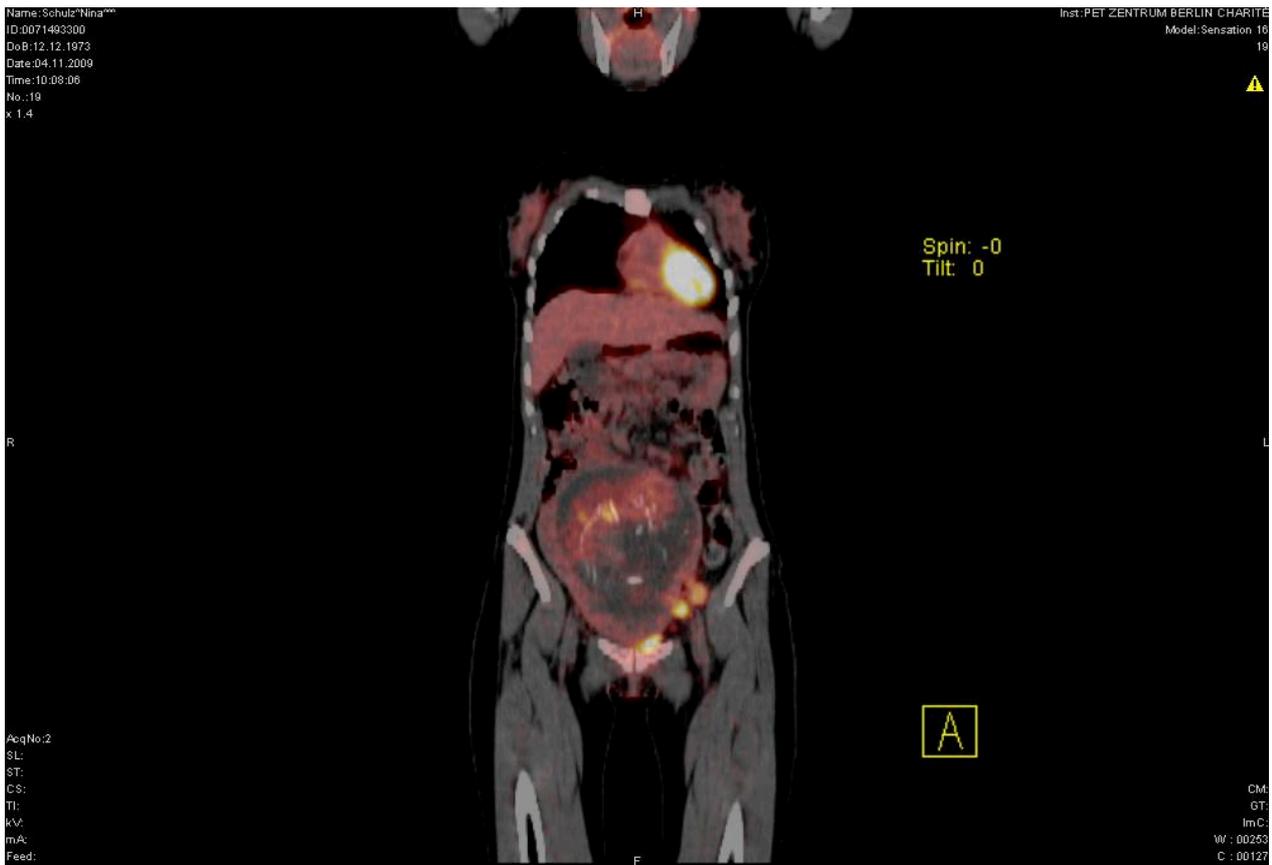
PET-CT in der 19. SSW mit positiven Lymphknoten links pelvin (Pat.-Nr. 6)
